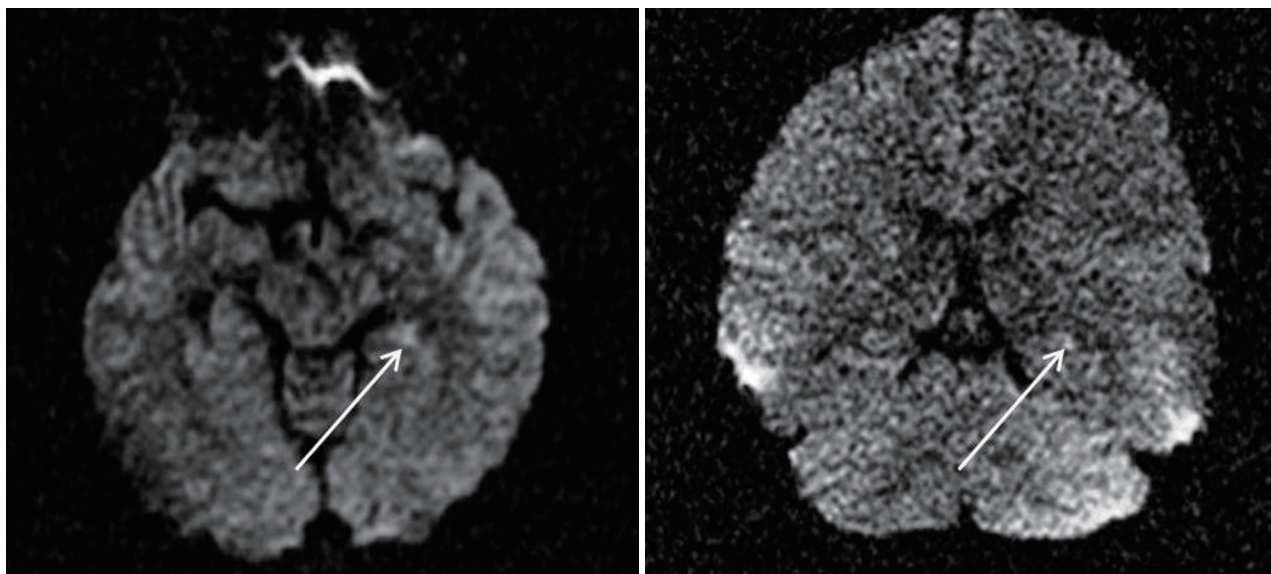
Diffusion-weighted MRI shows hyperintensity of left anterior hippocampus (arrows) in axial and oblique coronal views.
